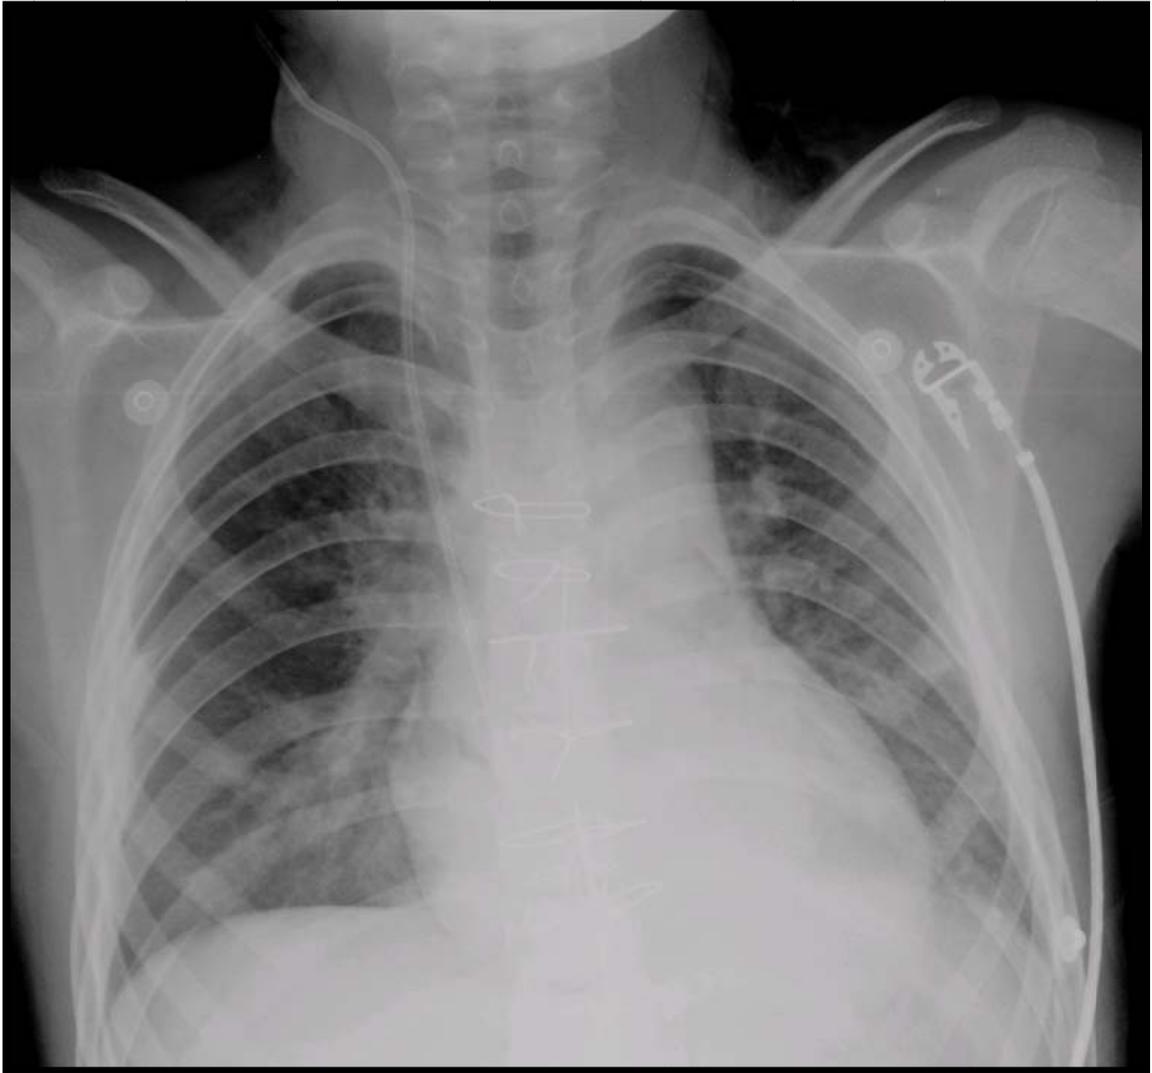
Radiografía de tórax en el postquirúrgico inmediato con disminución del perfil izquierdo y sin “signo del 3”
